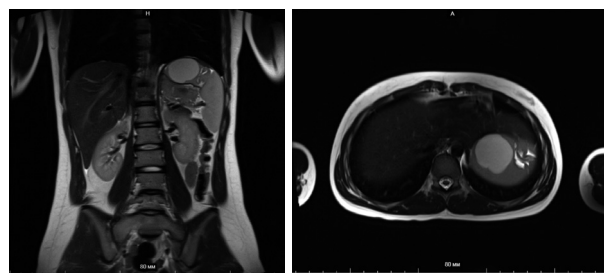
МРТ картина селезенки при первом поступлении
